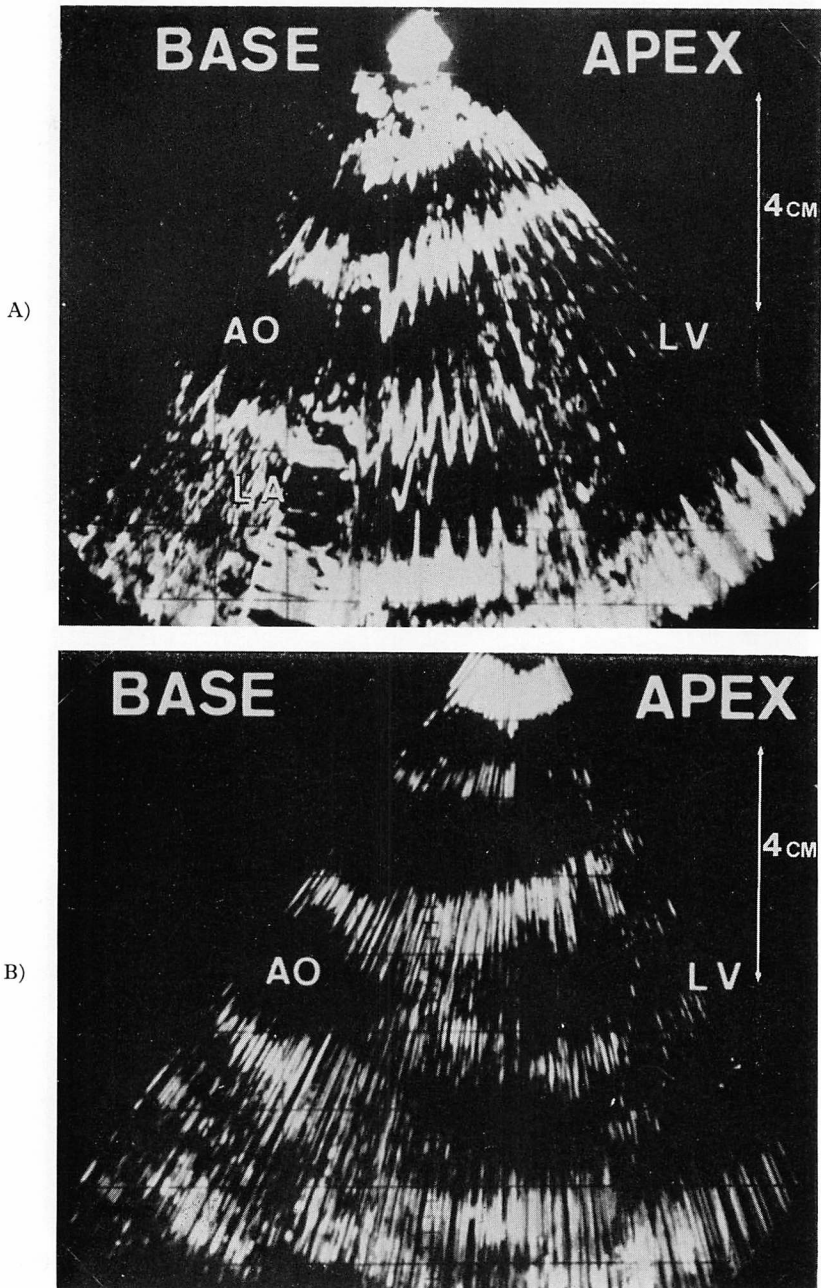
Echocardiograms along the long axis of the heart.
